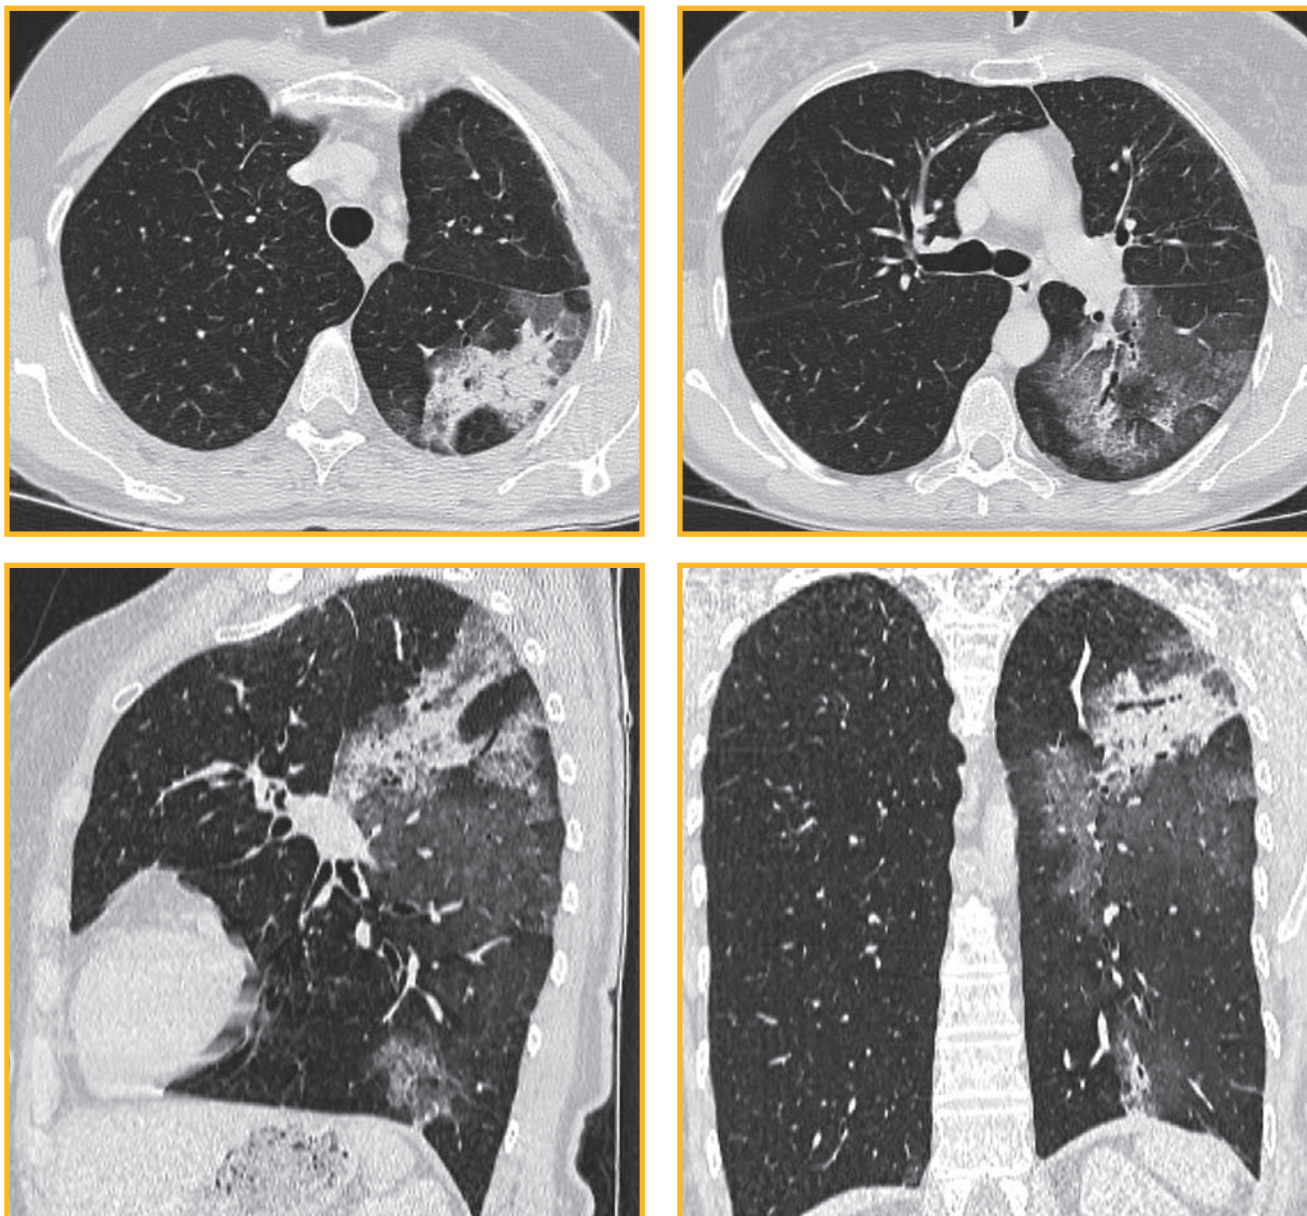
Компьютерно-томографические сканы легких пациентки К. через 2 нед. после отмены преднизолона
